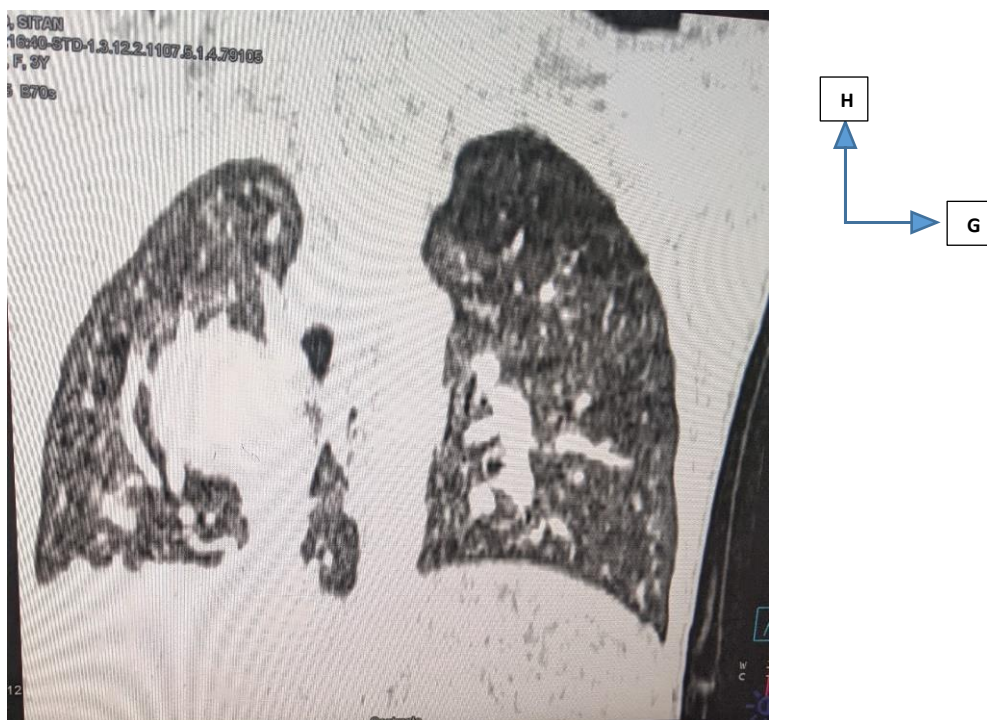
TDM Thoracique en fenêtre parenchymateuse, reconstruction coronale objectivant une opacité arciforme para cardiaque droite.
